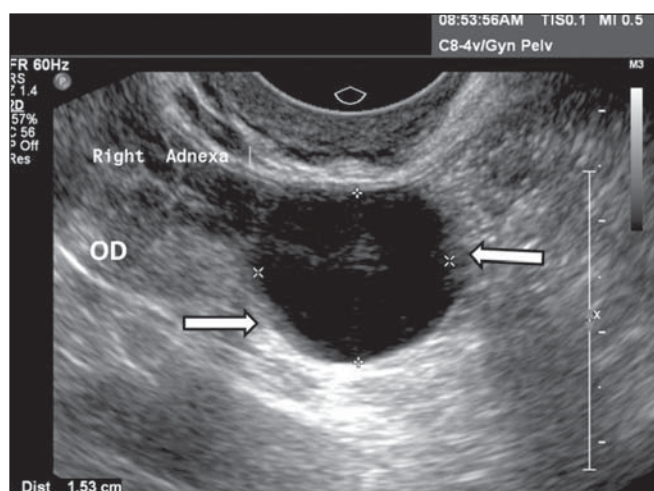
Cisto para-ovariano. Ultrassonografia do anexo direito evidenciando imagem de cisto unilocular, de parede delgada, com conteúdo anecoico, adjacente e separado do ovário ipsilateral (OD). As setas mostram discretas protrusões internas da parede do cisto.
